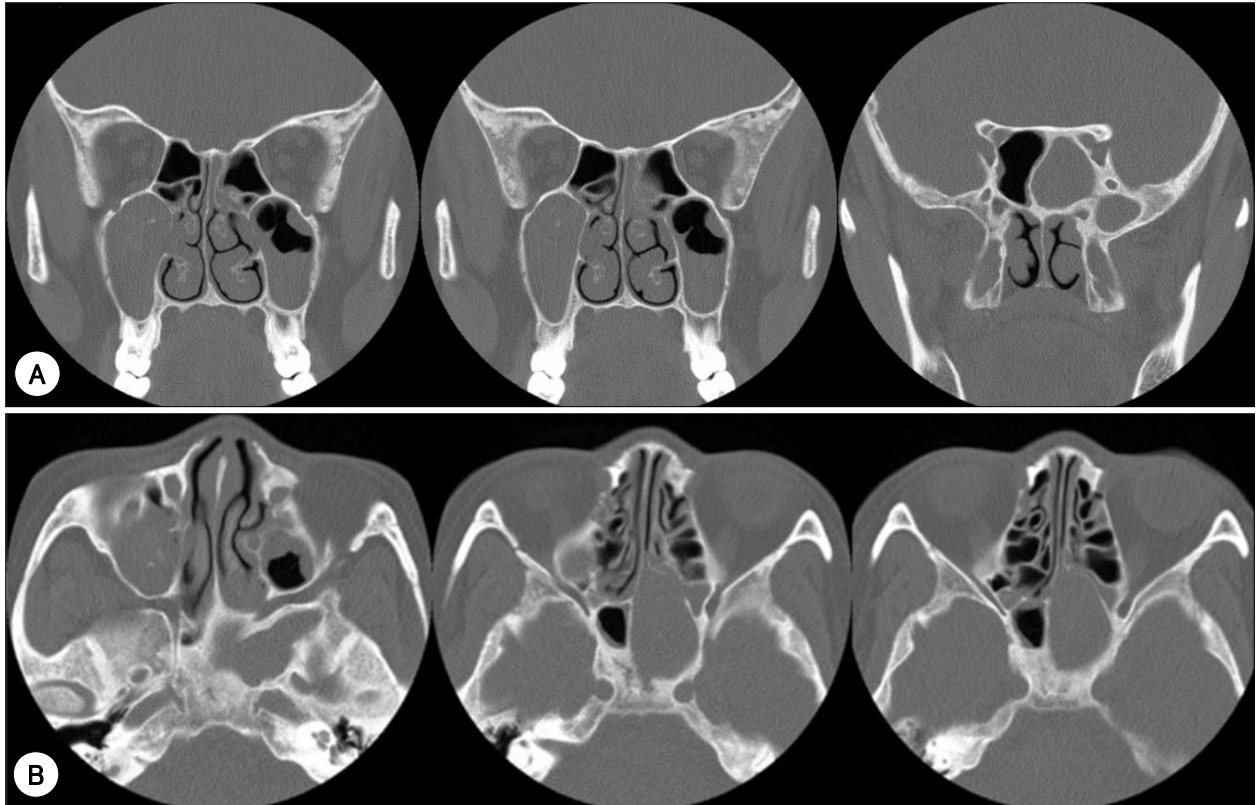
Preoperative CT scans. Axial images (A) and coronal images (B) show microcalcifications in right maxillary sinus and soft tissue density in left maxillary sinus and left sphenoid sinus. Expansive lesion with homogeneous soft tissue density was observed in the left sphenoid.
